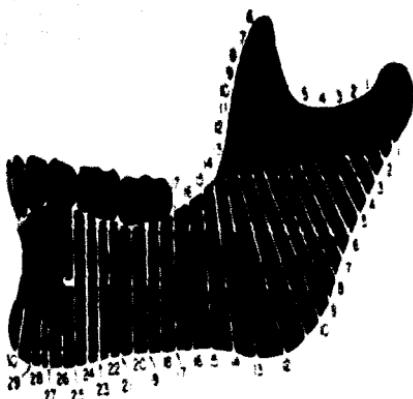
FIGURA COMPLETA BASADA EN 25 MAXILARES INFERIORES DE PERSONAS JÓVENES. SE RESUMEN LOS PATRONES DE ESTRUCTURA-CORTICAL OBSERVADOS CON MAYOR FRECUENCIA. LAS LÍNEAS NUBERADAS INDICAN LA SITUACIÓN EN SERIE DE SECCIONES TRANSVERSALES ENTERAS. LAS LÍNEAS BLANCAS SOLIDAS REPRESENTAN SUPERFICIES CONTINUALES QUE HAN RECIBIDO DEPOSITOS PERIOSTICOS Y QUE HAN CREADO UN DIRECCION EXTRAM- O PERIOSTICA. LAS LÍNEAS DE MARCAS INDICAN SUPERFICIES RESORBEDAS CON UNA DIRECCION SUBRAYANTE. COMPLETA DE HUESO ENDOSTICO. "ASPECTO VESTIBULAR".
